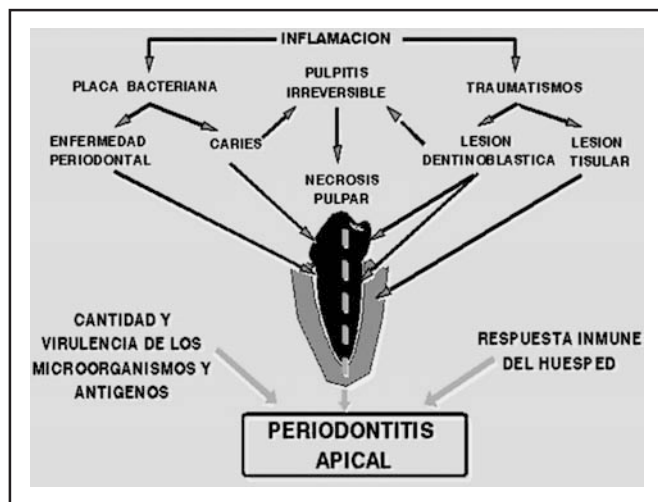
Etiopatogenia de la periodontitis apical. La pulpitis consecutiva a la infección pulpar provocada por la caries, un traumatismo o la enfermedad periodontal, conduce a la necrosis pulpar. El paso de sustancias antigénicas desde el conducto radicular al tejido periapical estimula una reacción inflamatoria e inmune: la periodontitis apical.
